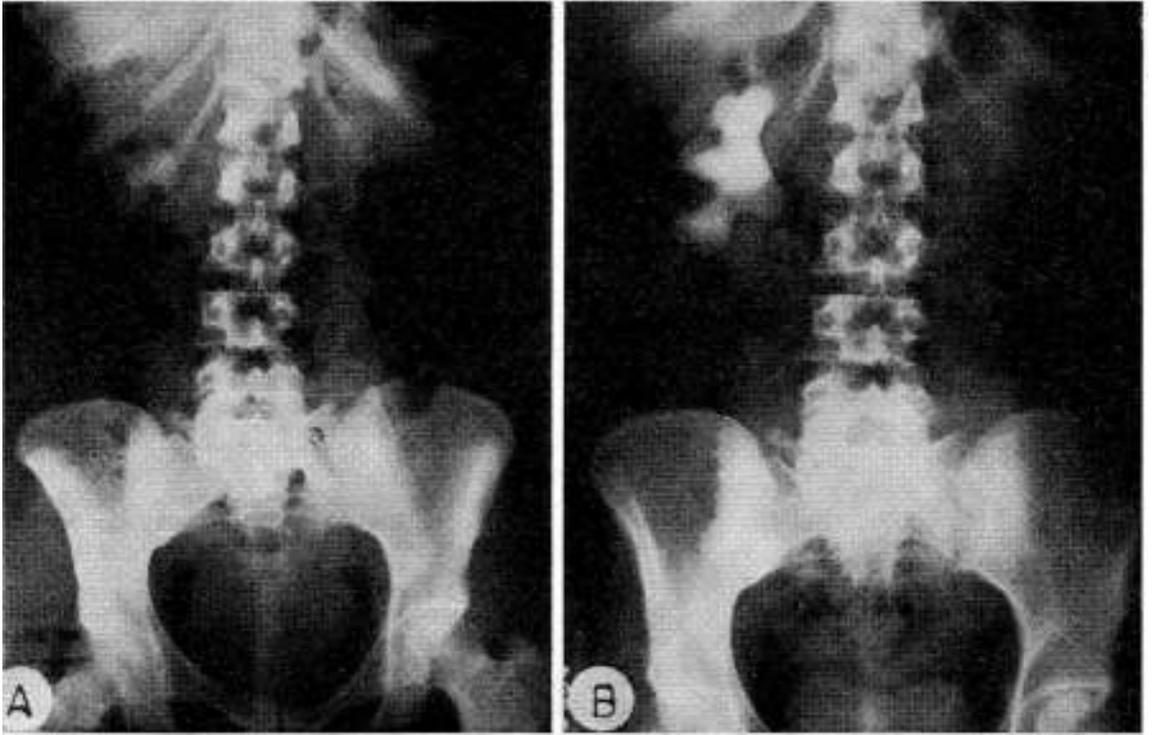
Observación 2: Anuria por litiasis en riñón único quirúrgico. A) Radiografía directa obtenida con posterioridad, que revela un cálculo en pelvis renal. B) Urograma por excreción con marcada actasia pielocalicial.
